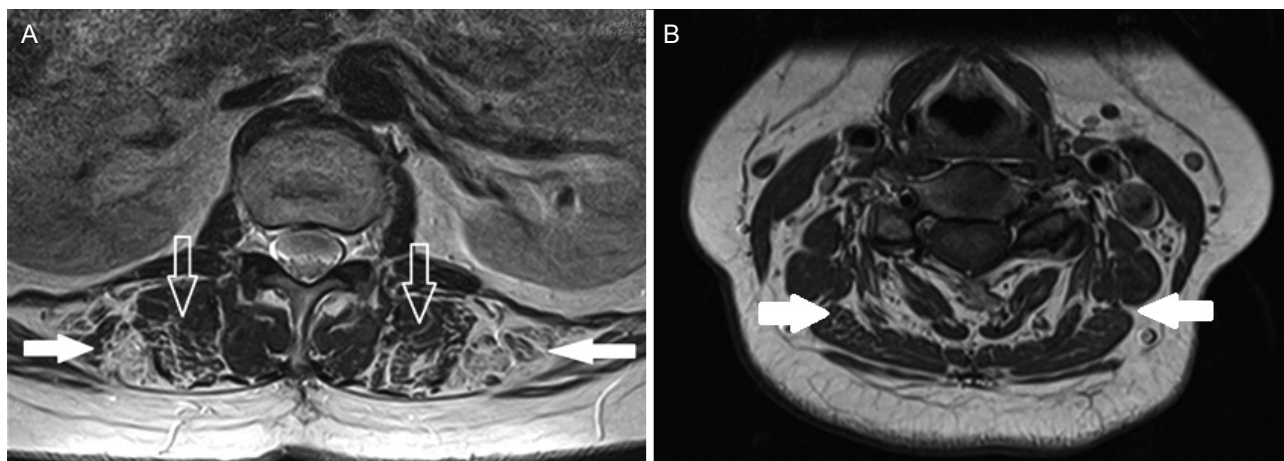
Spine magnetic resonance imaging (MRI) findings. (A) Lumbar spine MRI axial T1 image shows symmetrical atrophy and fatty replacement of L2 paraspinal muscles, including iliocostalis lumborum and longissimus (white arrows: iliocostalis lumborum, empty arrows: longissimus). (B) Cervical spine MRI axial T1 image shows subtle atrophic changes of C6 paraspinal muscles (white arrows).
